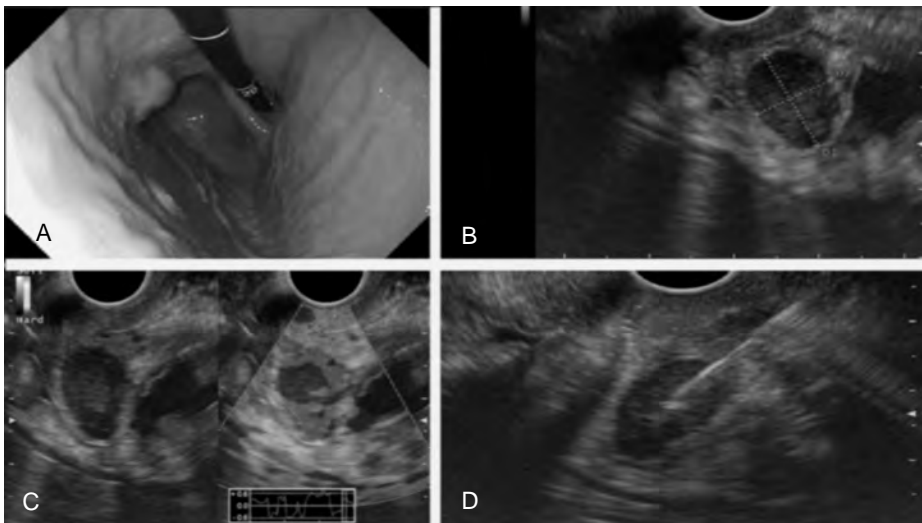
A. Lesiones subepiteliales (LSE) en el fondo gástrico. B. LSE de 14 x 10 mm hipoeicogénica y dependiente de la muscular propia de estómago. C. Apariencia firme de la LSE en la evaluación con elastografía. D. Toma de biopsia con aguja de corte guiada con ultrasonido endoscópico.
